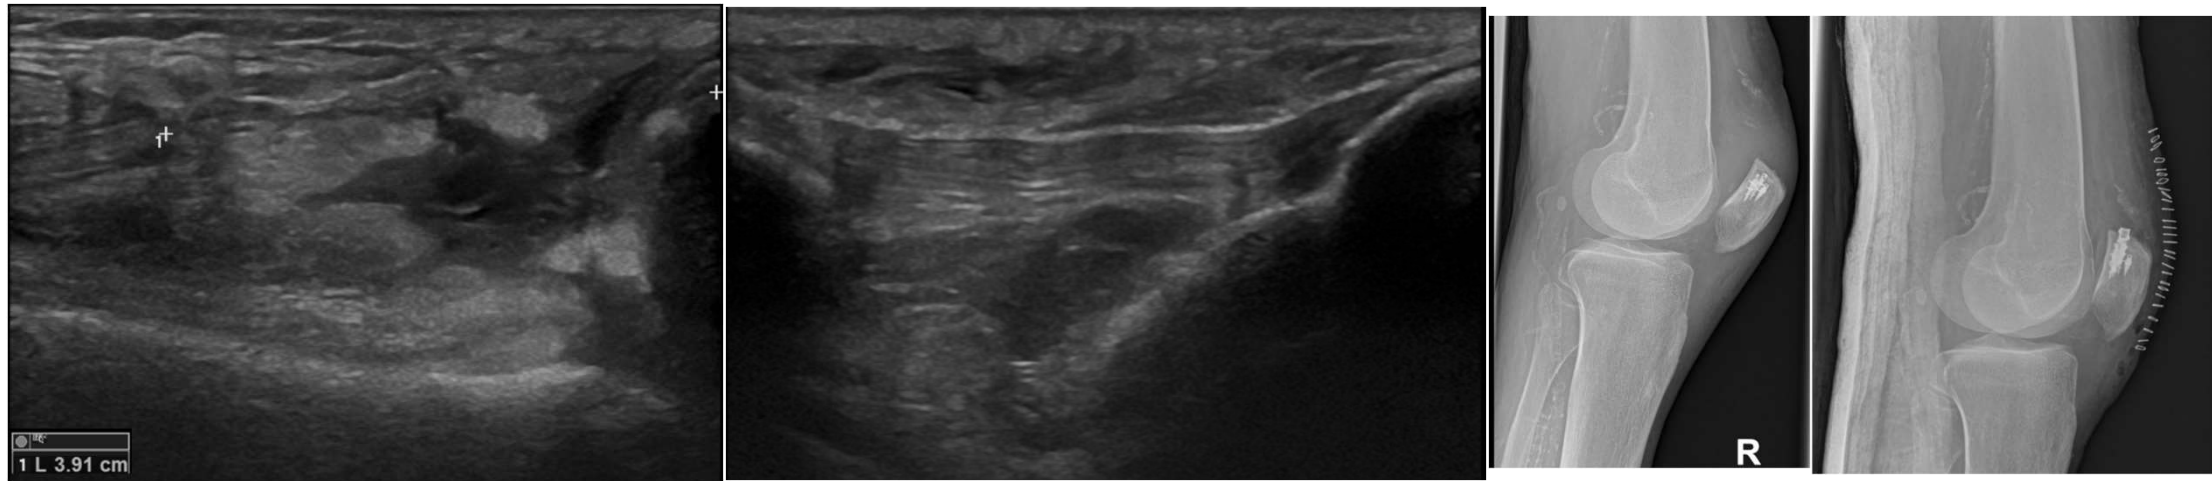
Rotura completa del tendón cuadricipital derecho en paciente con rotura previa. Retracción de cabos de 4cm, con ocupación del defecto por hematoma. Las fibras del tendón rotuliano se ven destensadas de forma indirecta. En las radiografías pre y postoperatoria, se aprecia la angulación y descenso de la rótula, con posterior corrección.
